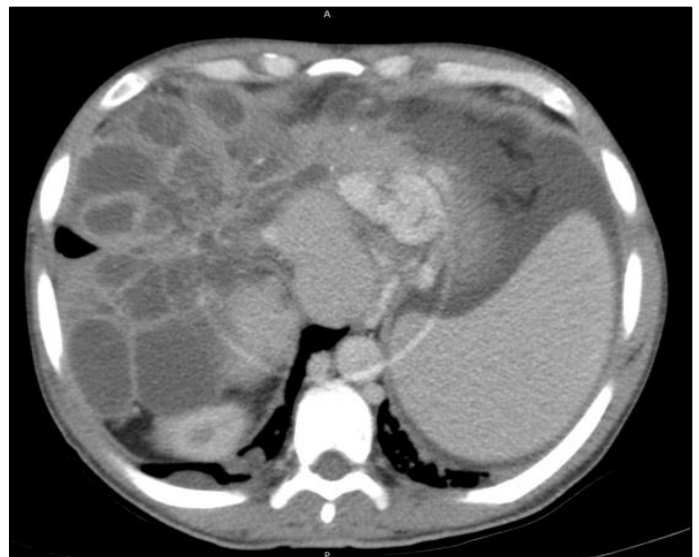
Tomografia Computadorizada de abdome atual.
